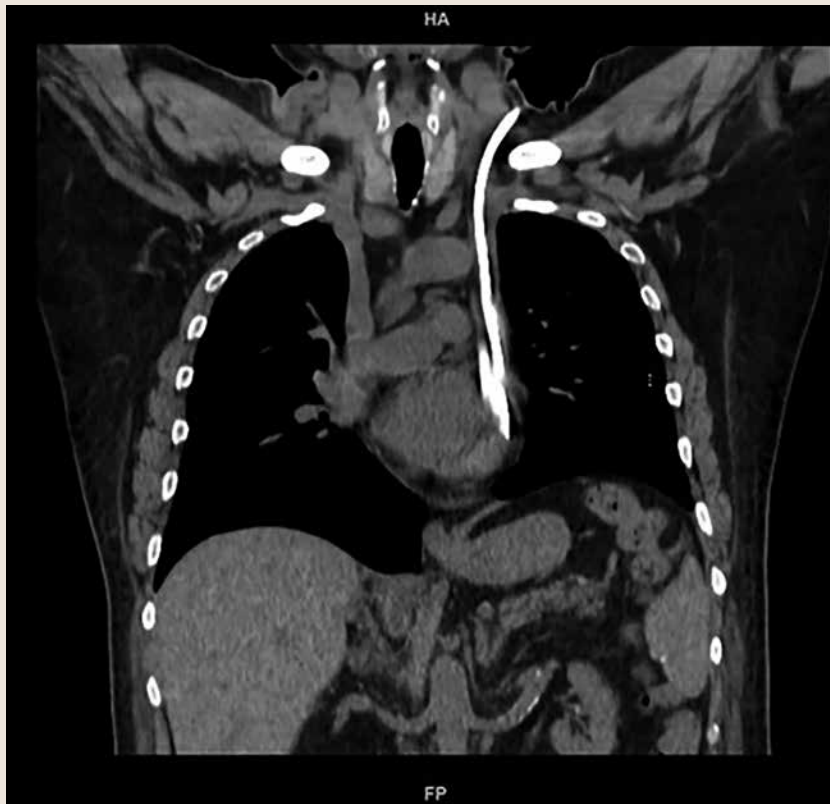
Angiotomografía de tórax ventana simple, corte coronal que muestra el catéter venoso central colocado en la vena cava superior persistente y que sigue el trayecto a lo largo del mediastino izquierdo
